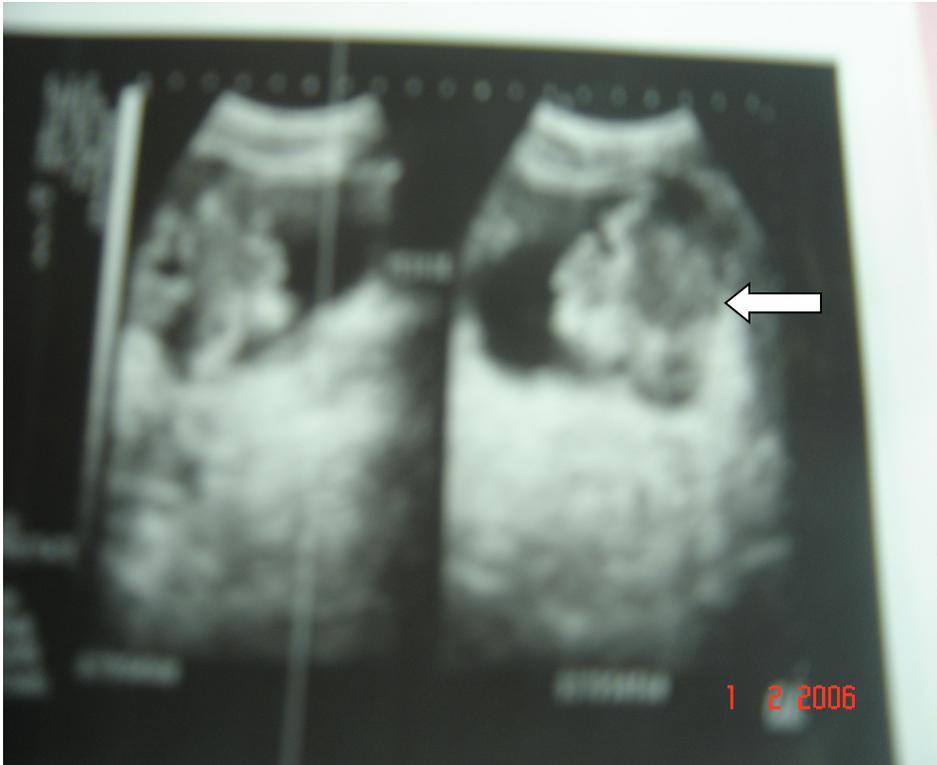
Image échographique de la vessie chez le même patient de 65 ans présentant une image lacunaire de la vessie (flèche montrant la masse hétérogène).
